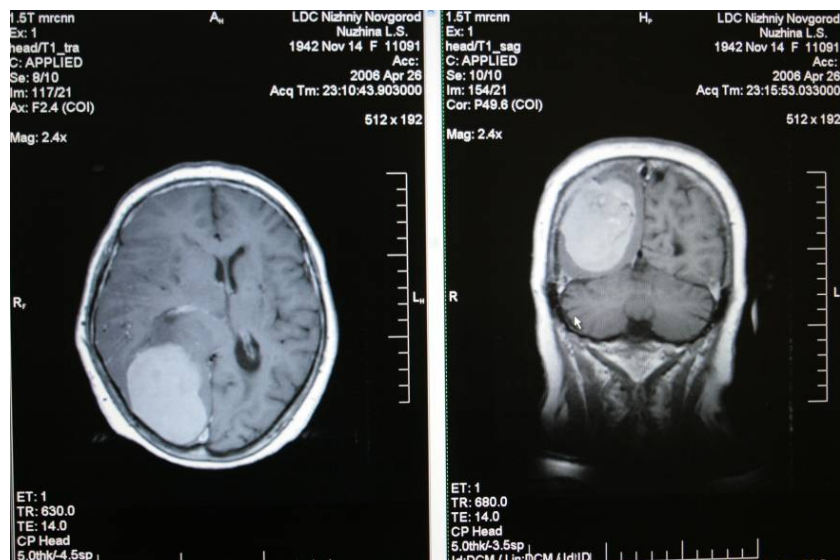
МРТ больной Н. от 26.04.06. Опухоль затылочной области справа, смещение срединных структур на 0,8 см. МР картина больше соответствует менингиоме
